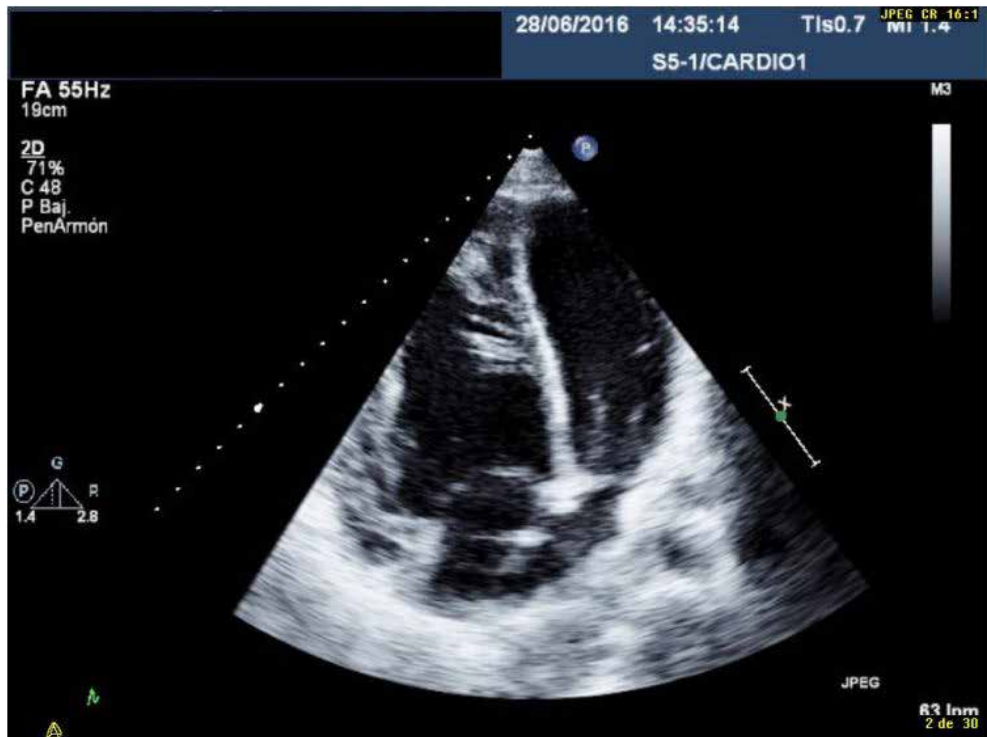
Ecocardiograma con Ventrículo Derecho hipertrofiado y trabeculado.
